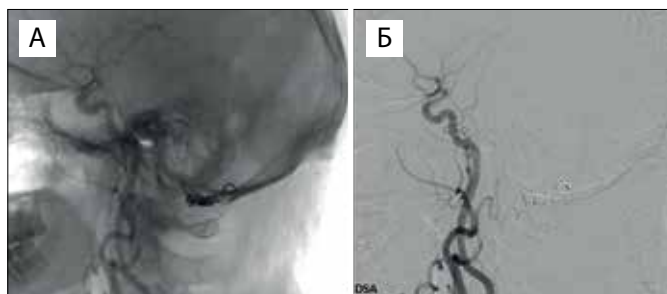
Ангиограммы левой общей сонной артерии пациента П. после комбинированной операции. В боковой проекции в артериальную фазу: А) без субтракции – определяются рентгенологические признаки проведенного комбинированного лечения; Б) с субтракцией – ДАВФ не контрастируется
